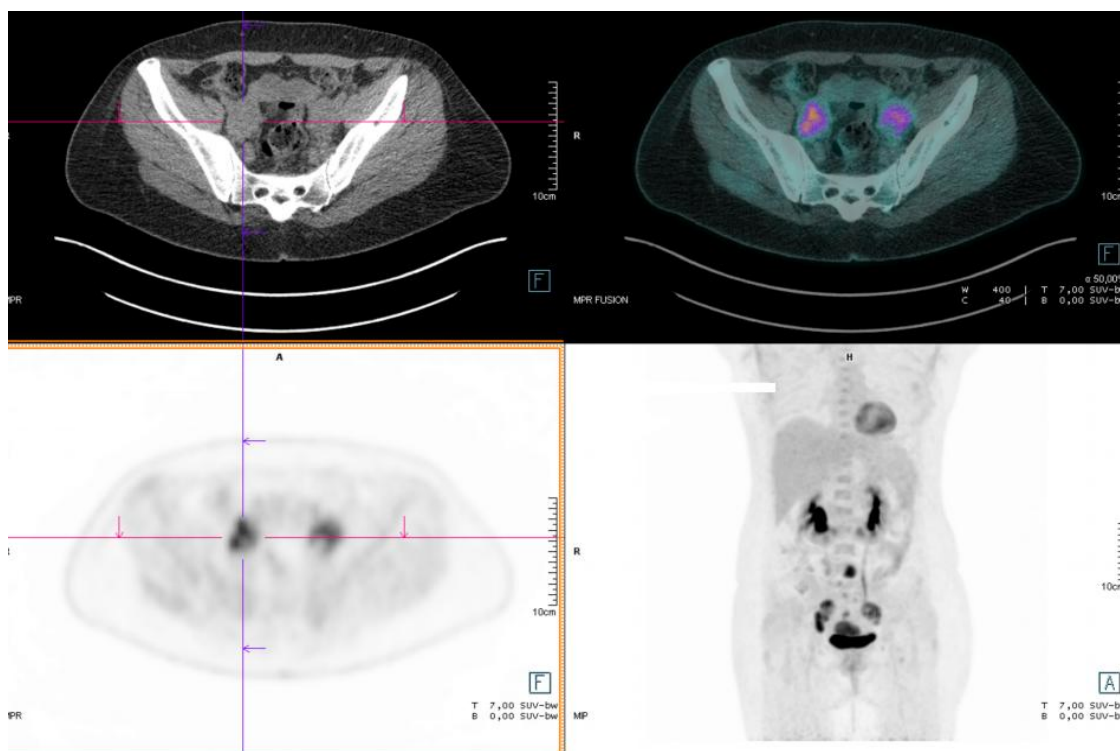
PET – TAC con fusión y localización de adenopatías pélvicas. La imagen de fusión es extremadamente útil para la correcta delimitación de los volúmenes y permite conformar con mayor precisión las zonas de alta dosis.
